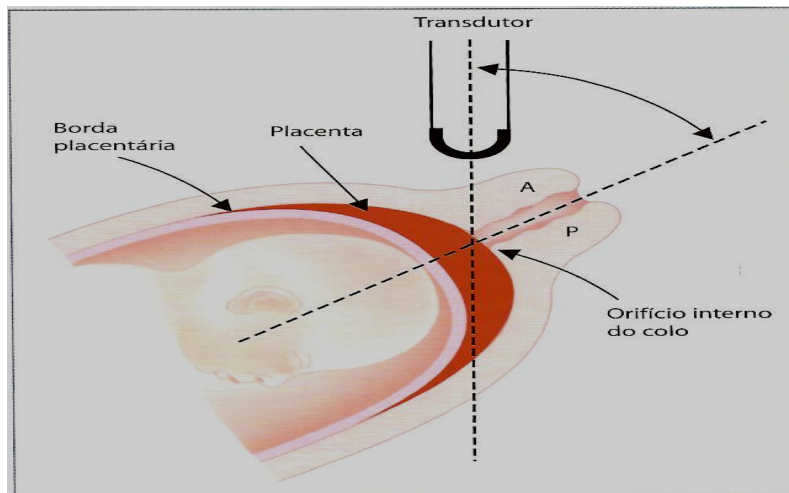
Técnica para realizar ultra-sonografia transvaginal. ZUGAIB, 2008.
